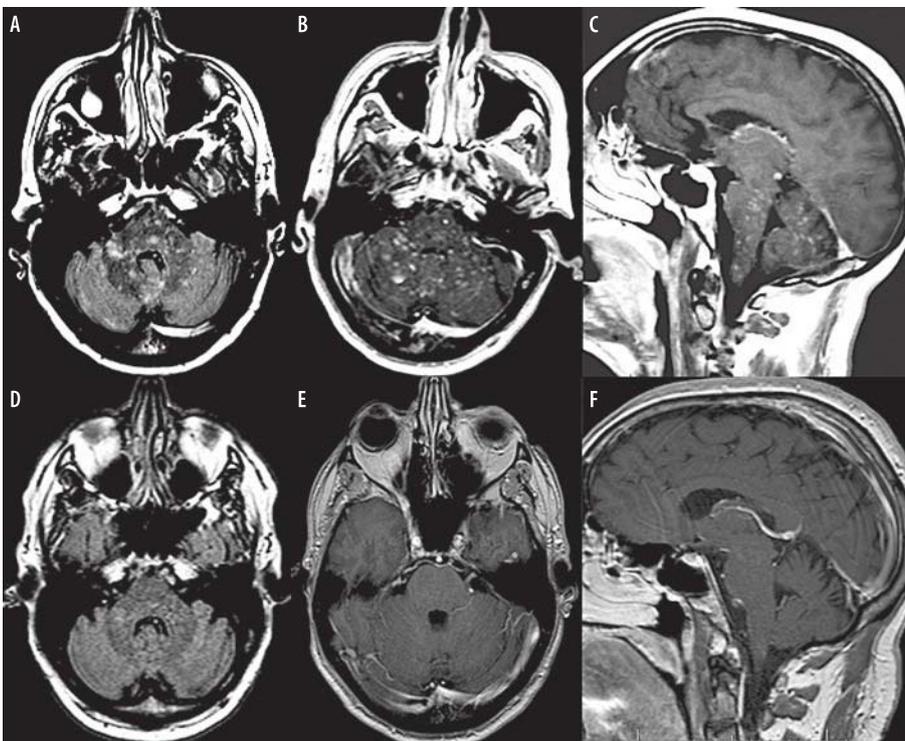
IRM encéphalique à l'admission (A-C) et après 1 semaine de corticothérapie (D-F).
